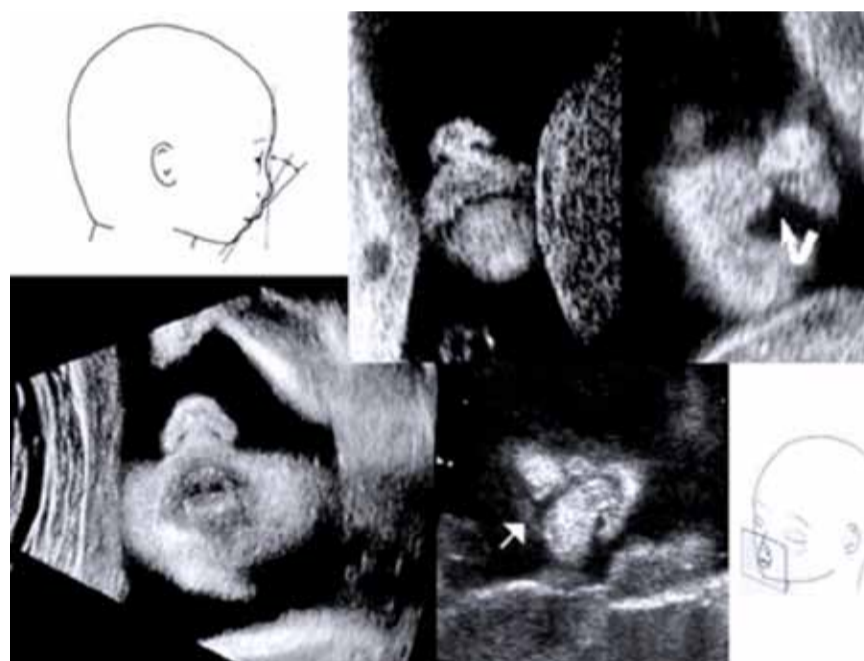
Modalità di scansione della regione buccale. Schemi ed aspetti ecografici 2D di sezioni coronali e coronali oblique, normali e patologici. La freccia ricurva indica una schisi del labbro monolaterale; la freccia retta indica una schisi del labbro con protrusione della prominente premaxillare a destra.
